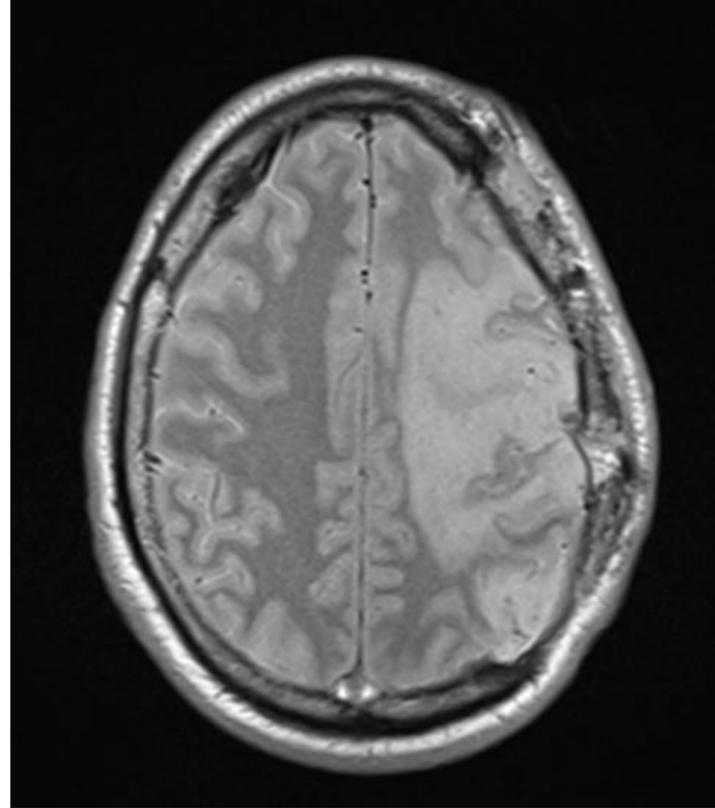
RM secuencia T2.
